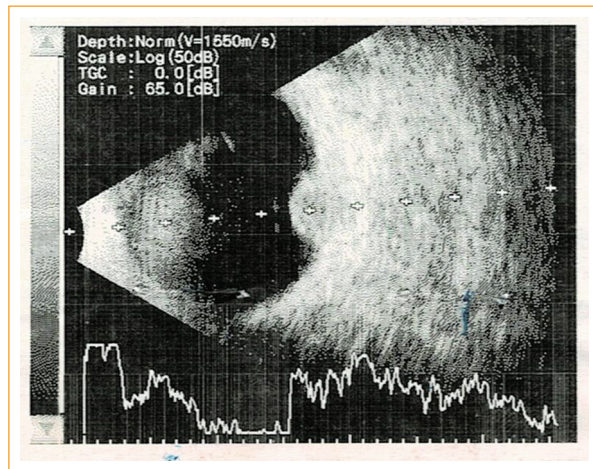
Ultrasonido en modo AB de ojo derecho.
